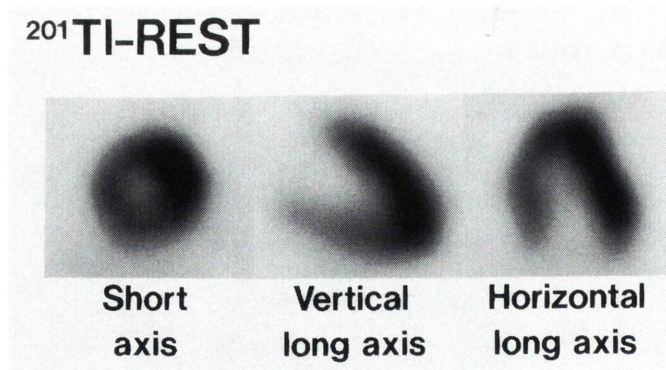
^{201}Tl myocardial SPECT images. The images showed no evidence of ischemia or left ventricular hypertrophy.
